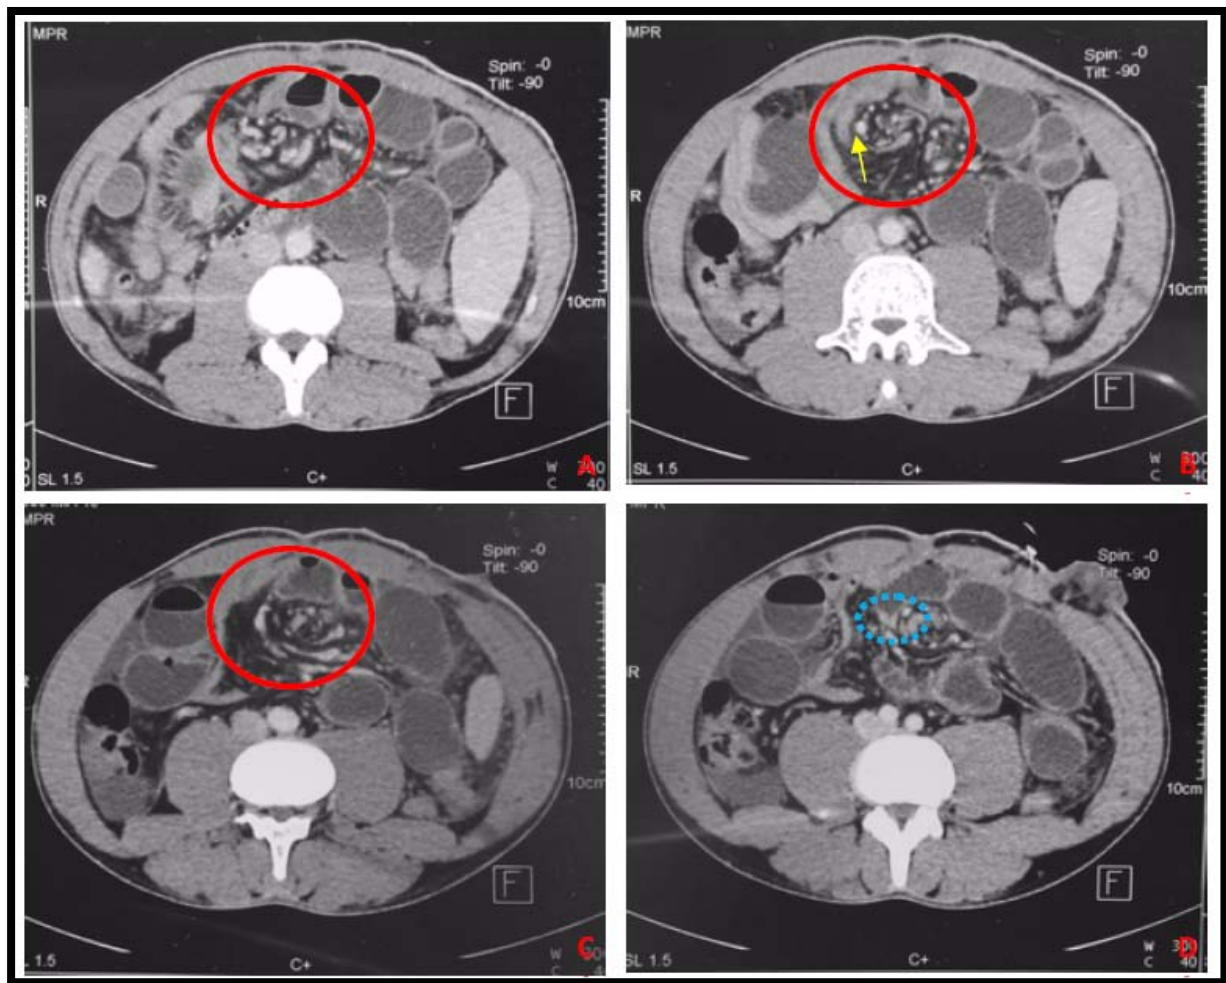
TDM C+ coupes axiales : occlusion intestinale par volvulus du grêle sur bride :
